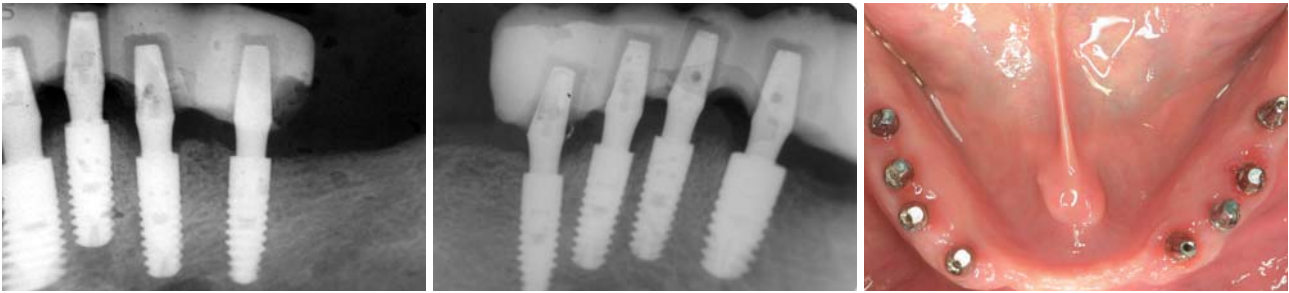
Röntgenologische Untersuchung des linken UK-Quadranten nach Implantatinsertion und Sofortbelastung (Sofortimplantate). –
